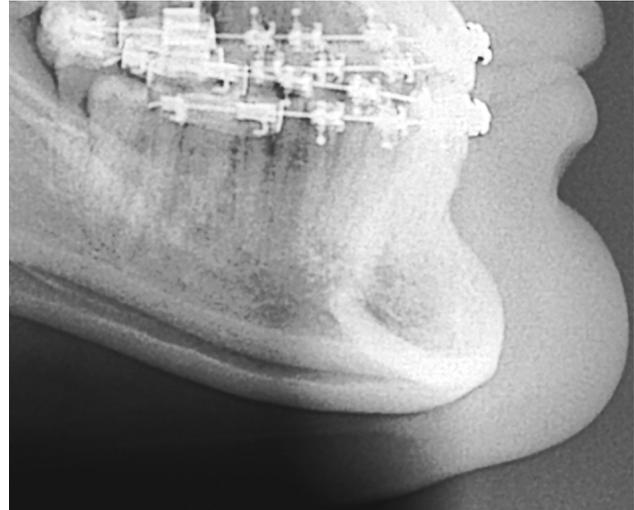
Condición radiografía característica de sujetos con diagnóstico de síndrome facial corto y exceso de tejido blando a nivel de pogonion.
